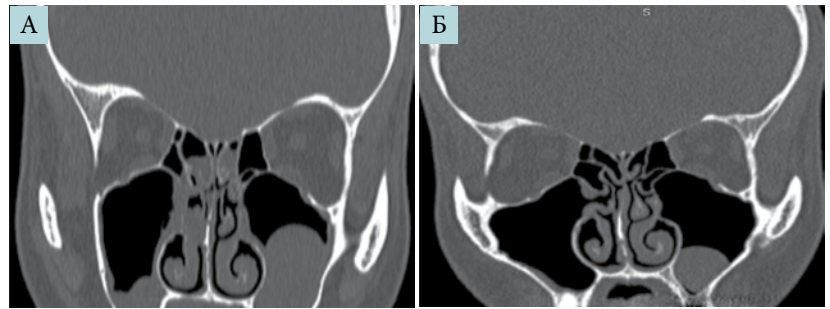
КТ околоносовых пазух пациентки Н. (А – до предоперационной подготовки дупилумабом, Б – после двух инъекций дупилумаба)
